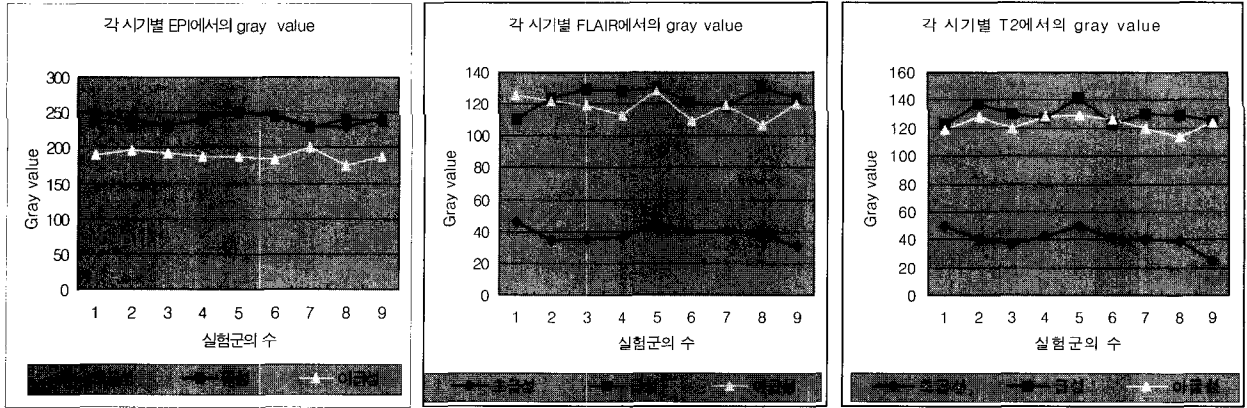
세 가지 MRI 촬영기법에서의 각 시기별 gray value (a) EPI, (b) FLAIR, (c) T2
